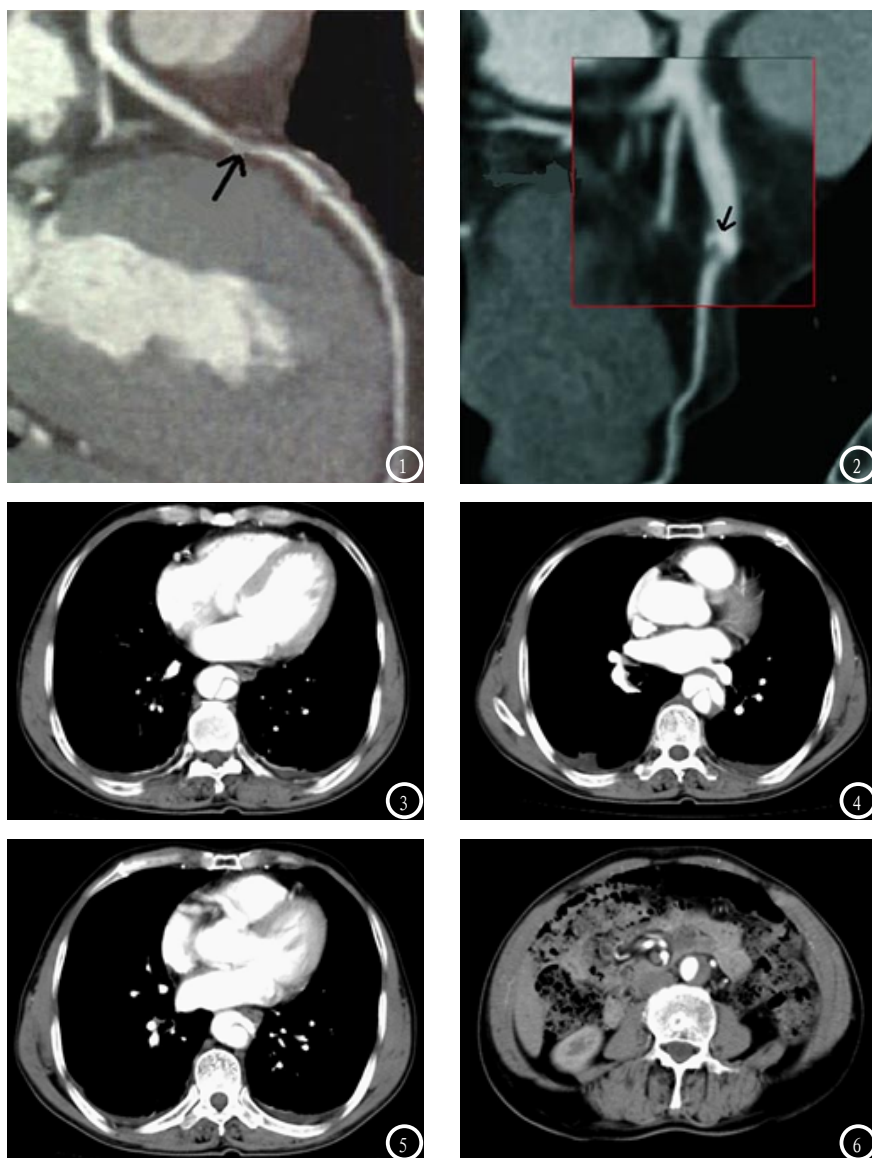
CT技术检测冠状动脉狭窄典型病例。图2 CT技术检测冠状动脉钙化典型病例。图3-6 CT技术检测冠状动脉钙化典型病例。
